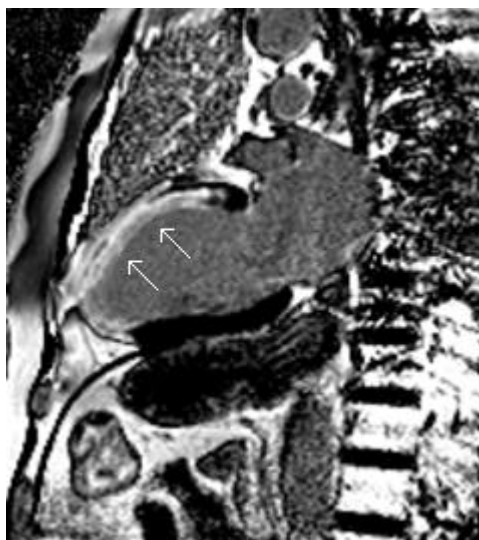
Corte de RM cardíaca en plano eje largo vertical, donde se observa un infarto transmural (territorio de la arteria descendente anterior, señalado con las flechas blancas) en secuencia de realce tardío con gadolinio.
